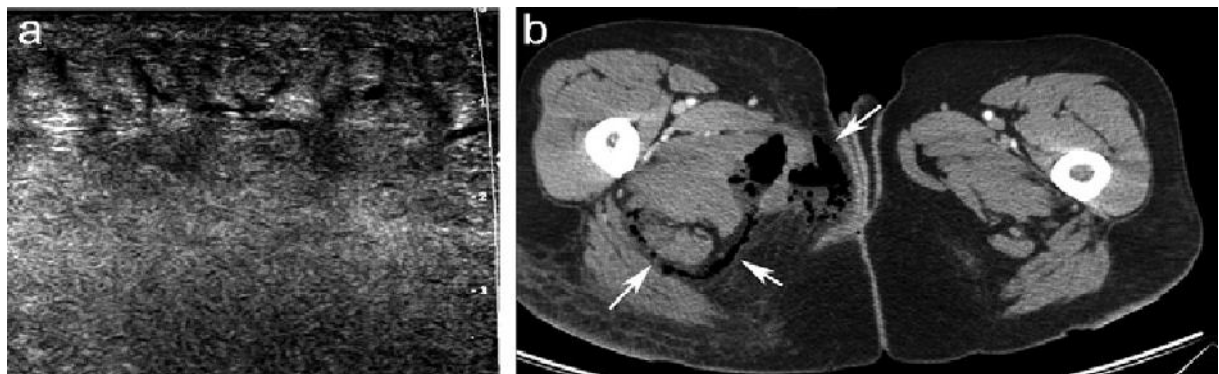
Piège de l'échographie : l'examen échographique de la racine de la cuisse (a) réalisé en salle d'urgence avait conclu à une « cellulite » sans abcès individualisable. Mais le tissu hypodermique infiltré, très échogène, a arrêté le flux ultrasonore et a fait méconnaître l'atteinte nécrosante étendue des plans profonds. Celle-ci a été révélée par un examen tomodensitométrique (b) réalisé le lendemain, montrant l'épaississement des fascias intermusculaires avec multiples collections gazeuses (flèches), résultant d'une « gangrène de Fournier ». [1]
